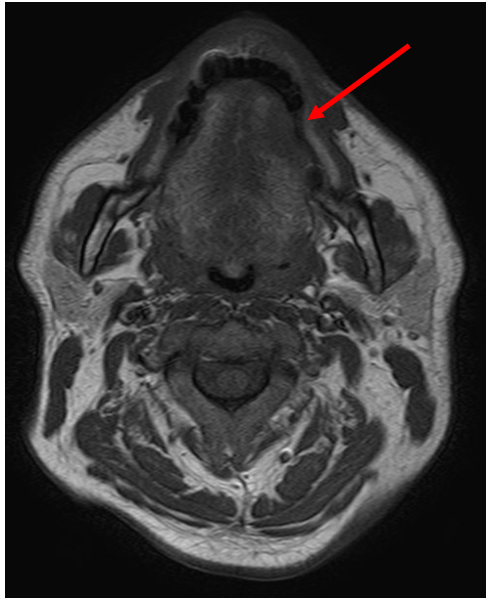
RM axial de CE lingual izquierdo.
